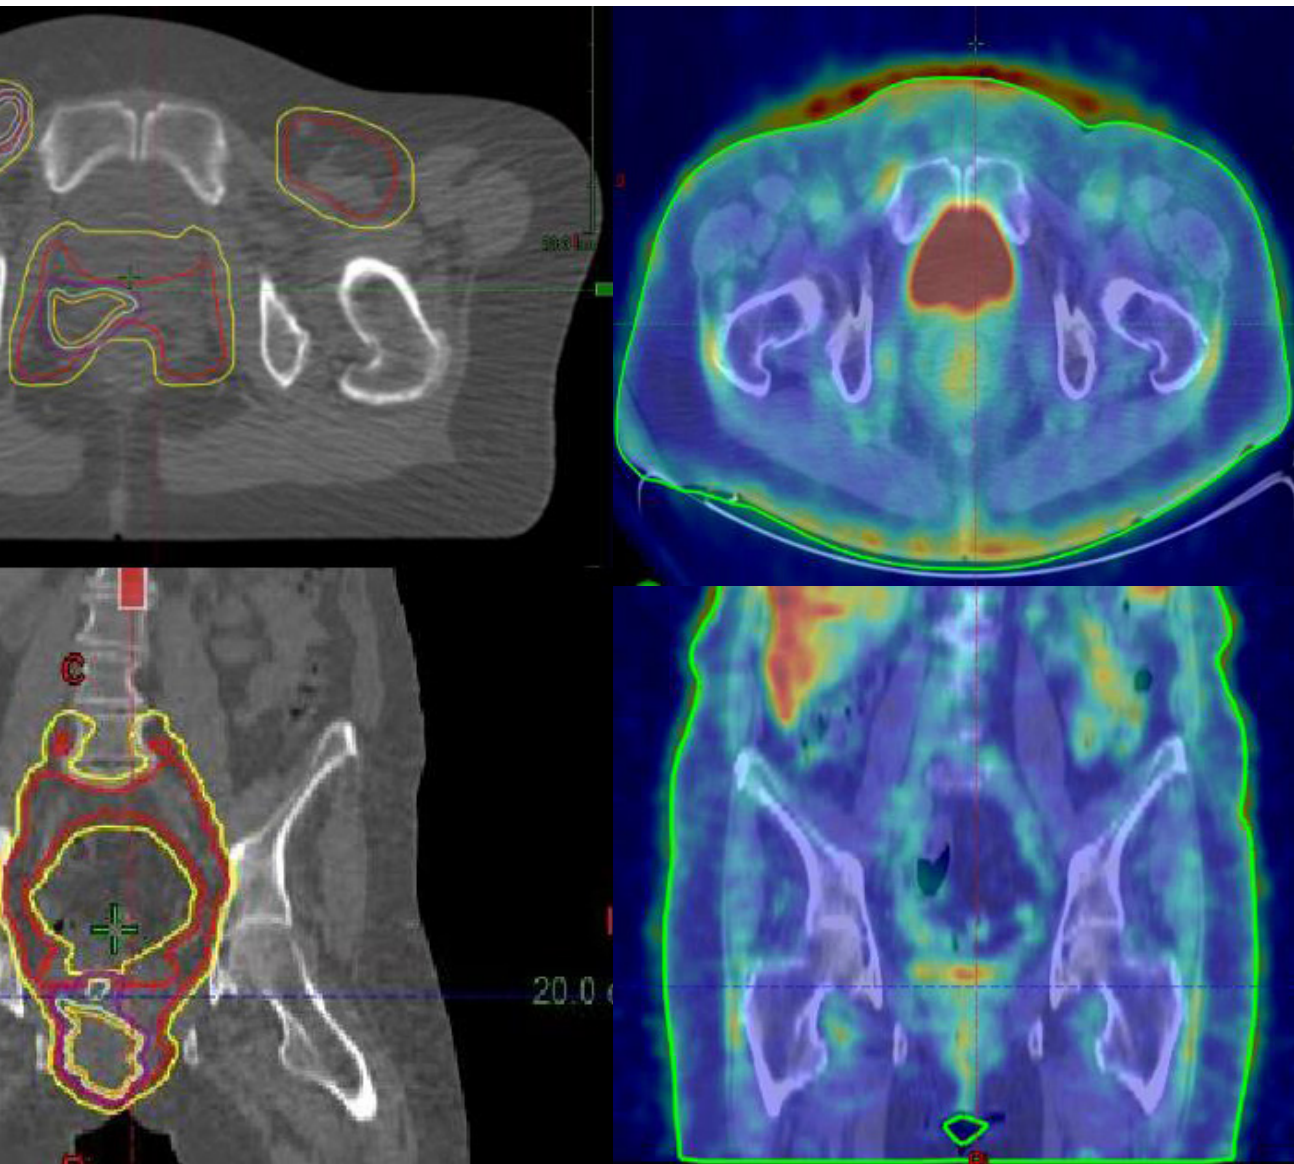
A) PET-TC de diagnóstico con volúmenes de contorno. B) TC de simulación con volúmenes de contorno. C) PET-TC de evaluación de respuesta a los 8 meses.
